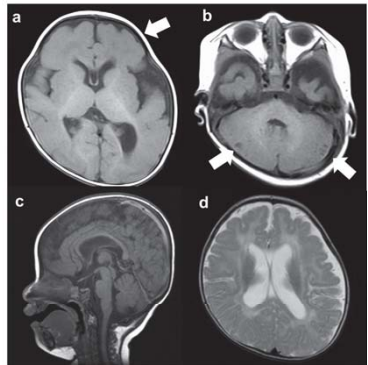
福山型先天性筋ジストロフィー 6か月女児の脳MRI画像。
